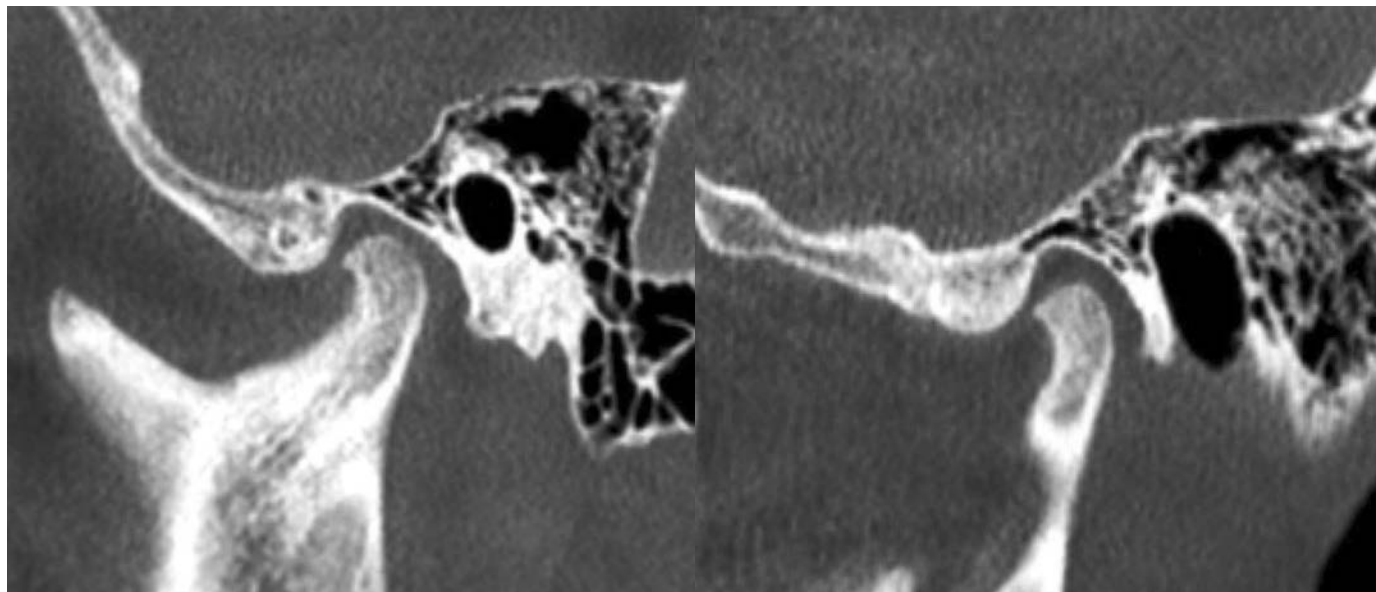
Конусно-лучевые компьютерные томограммы одного КТ-исследования ВНЧС в боковой проекции слева при закрытом рте пациента. При разном построении срезов изображение костных элементов ВНЧС и ширина суставной щели отличаются. Остеофит на передней суставной поверхности головки нижней челюсти
